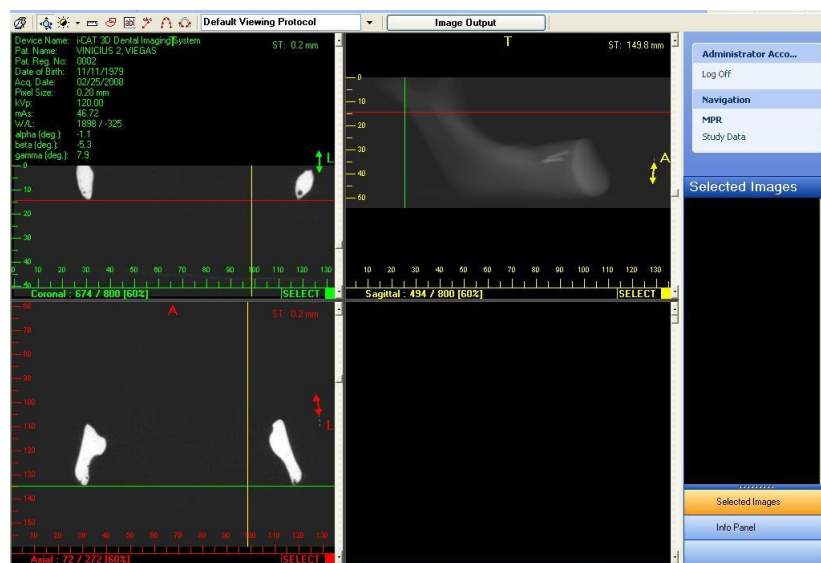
Imagem da tela do computador mostrando alinhamento das imagens obtidas nos planos axial, coronal e sagital. *Software i-CAT® Cone Beam 3-D Imaging System*. Fonte: Dados da pesquisa.
